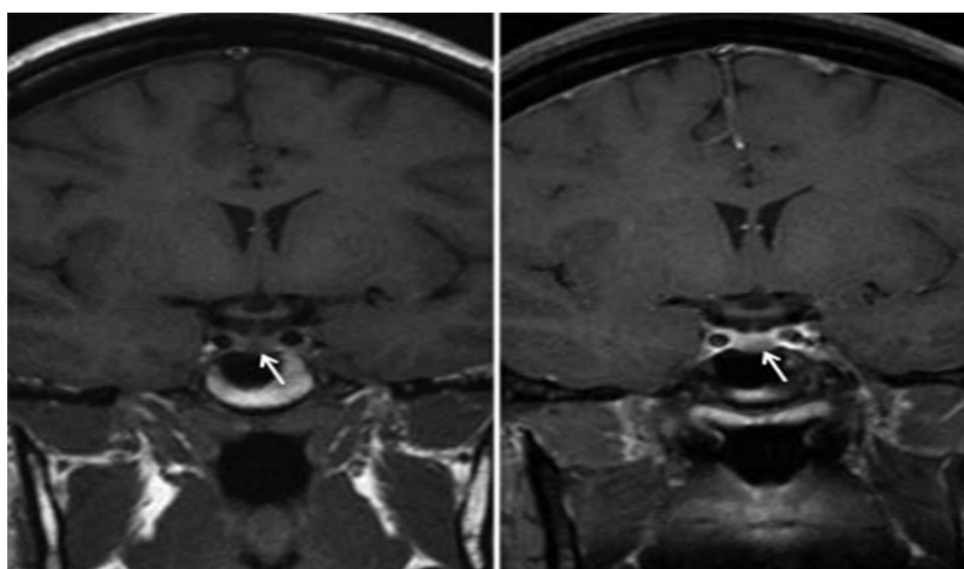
Adénome corticotrope hypophysaire gauche chez un garçon de 8,8 ans atteint de maladie de Cushing. Image IRM coronale pondérée en T1 avant gadolinium (gauche) et après gadolinium (droite). Les flèches blanches indiquent l'adénome corticotrope, qui se rehausse généralement moins que l'hypophyse de fond après l'administration du contraste [156].
